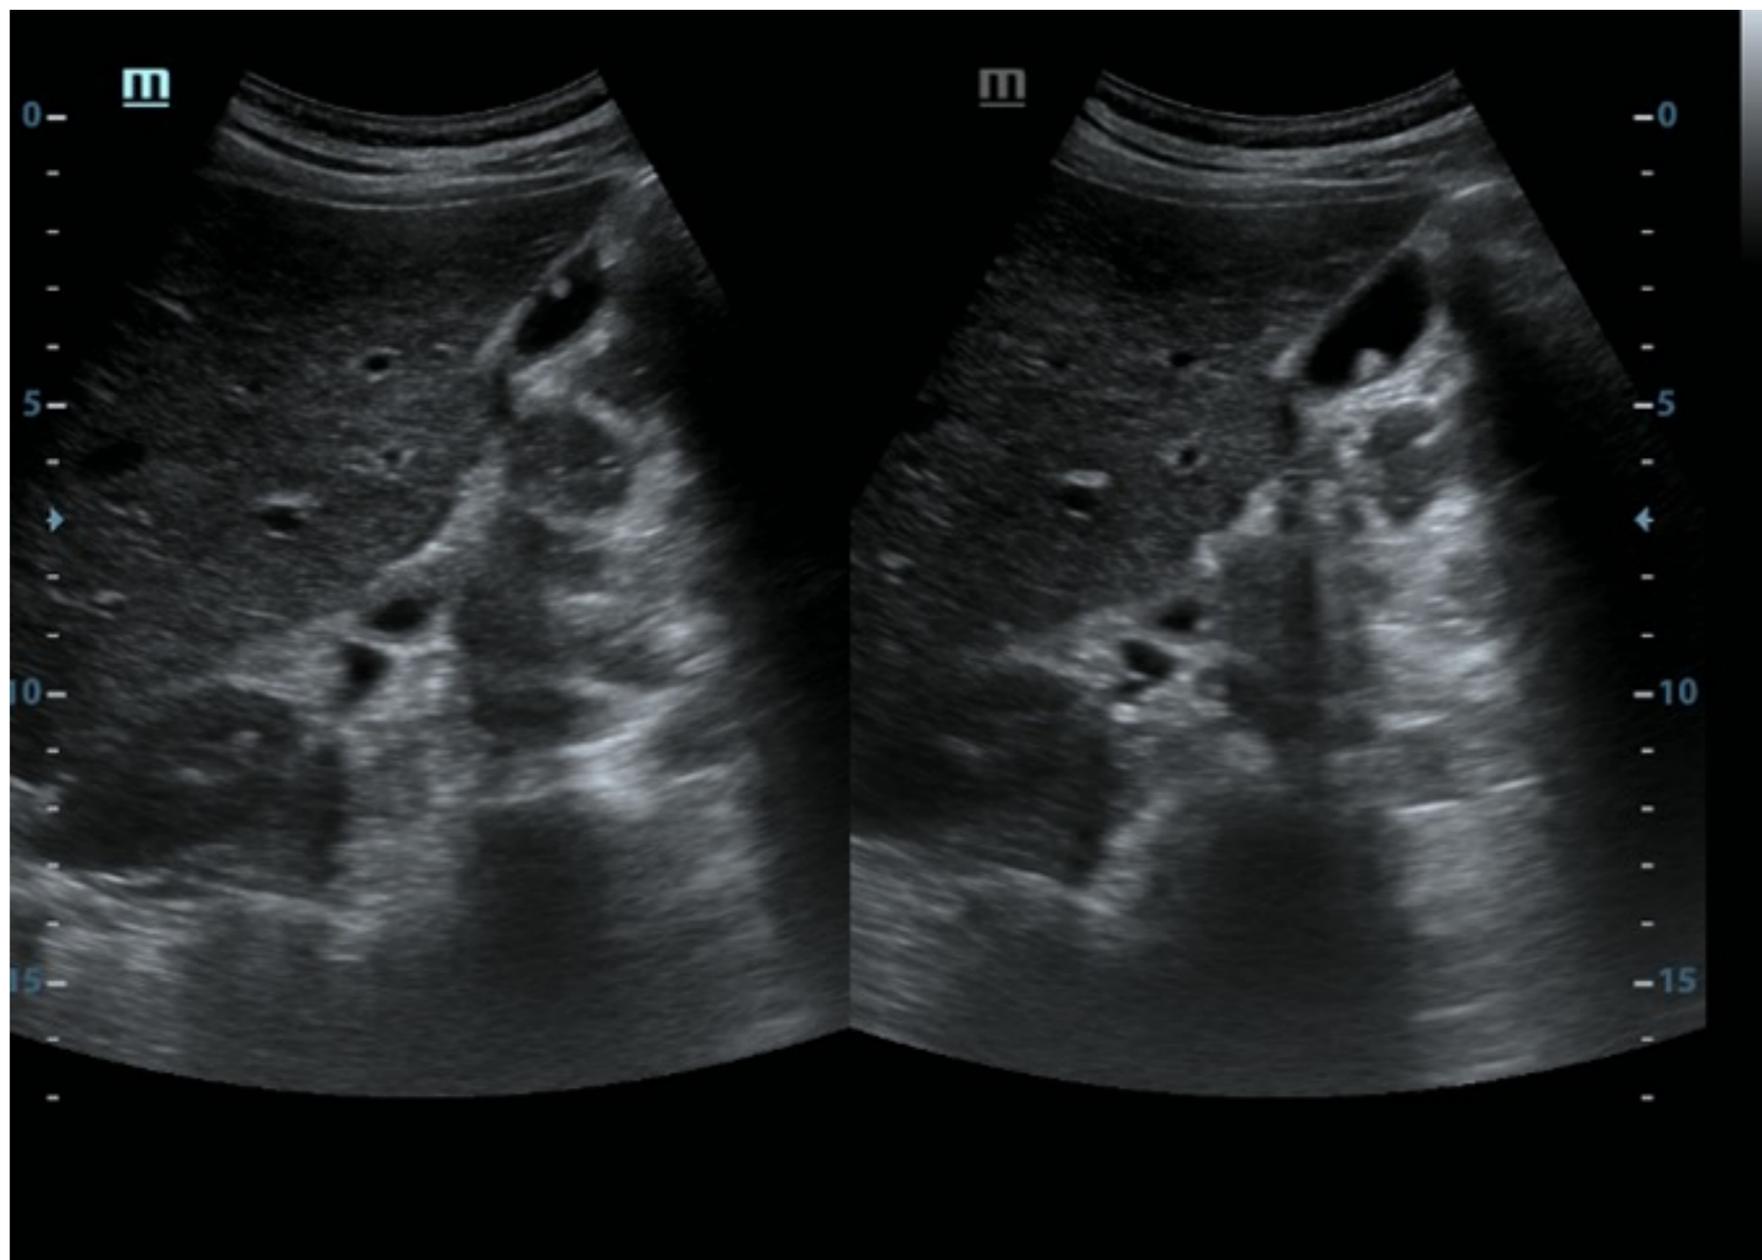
Ecografía abdominal.
